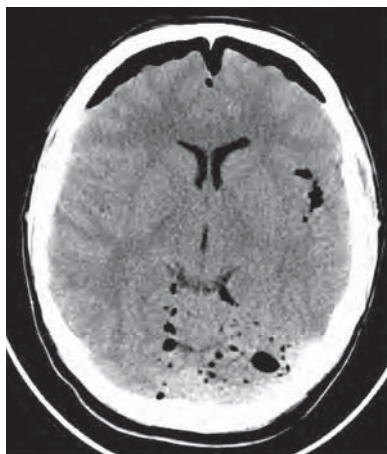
МСКТ-снимок головного мозга пациента с травматической пневмоцефалией
